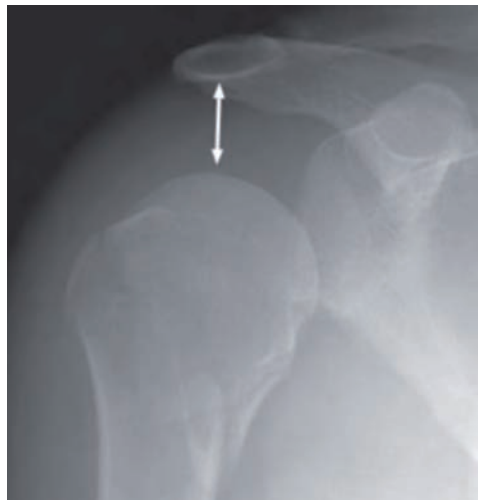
Radiographie épaule montrant une subluxation inférieure chez un patient hémiplégique
